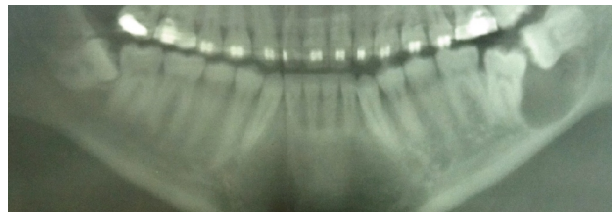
Radiografia panorâmica—lesão radiolúcida unilocular, bem delimitada, associada à coroa do dente 38
